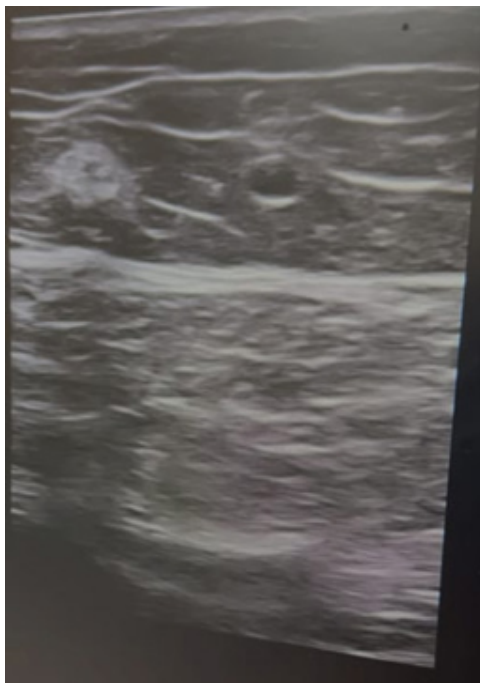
Ecografía doppler venosa de miembro inferior izquierdo: se observa doble sistema safeno mayor incompetente, a la izquierda la primera ablacionada con radiofrecuencia.
